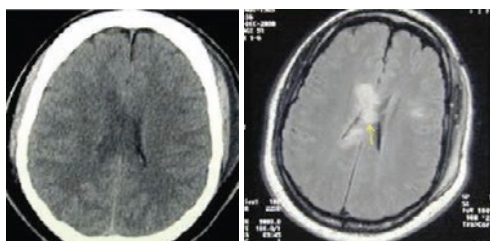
КТ-снимок и МРТ-снимок головного мозга, демонстрирующие признаки диффузного аксонального повреждения (ДАП). Стрелкой показан очаг повреждения в мозолистом теле по типу сдвига
